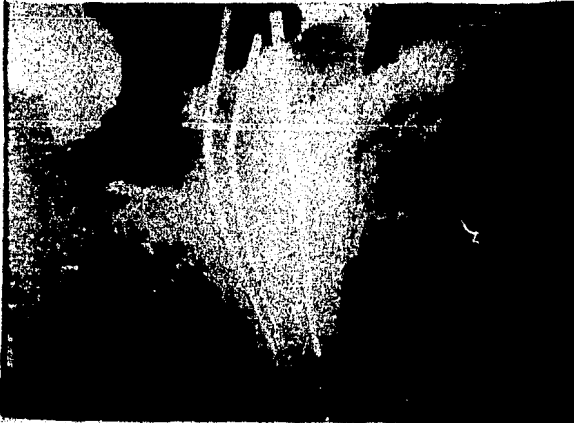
Radiografía tomada durante la terapia inicial de endodoncia mostrando una area de resorción.
